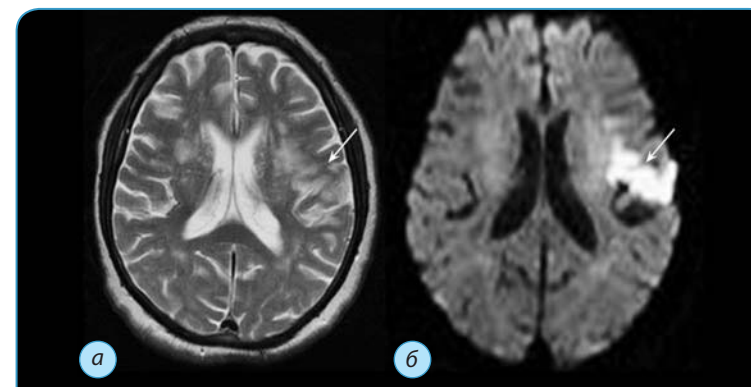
МРТ головного мозга. Ишемический корковый инфаркт, острая фаза, 8 ч: а — Т2-ВИ, очаг повышения интенсивности сигнала (стрелка); б — Т1-ВИ; в — ДВИ (b1000), очаг ишемического поражения (стрелка)
